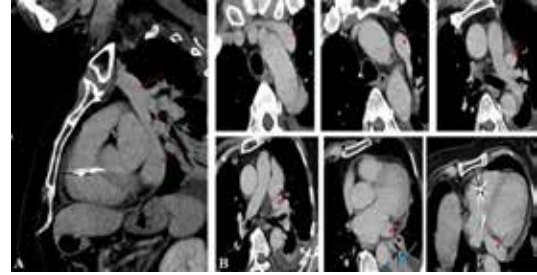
The sagittal oblique reformatted CT image demonstrates the drainage of persistent left superior vena cava to coronary sinus. (Panel A, arrows). Axial CT images show the absence of right SVC and the drainage of persistent left SVC to coronary sinus (red arrows). There is also left pleural effusion (white arrow) and left lower lobe atelectasis (blue arrow) (Panel B).
